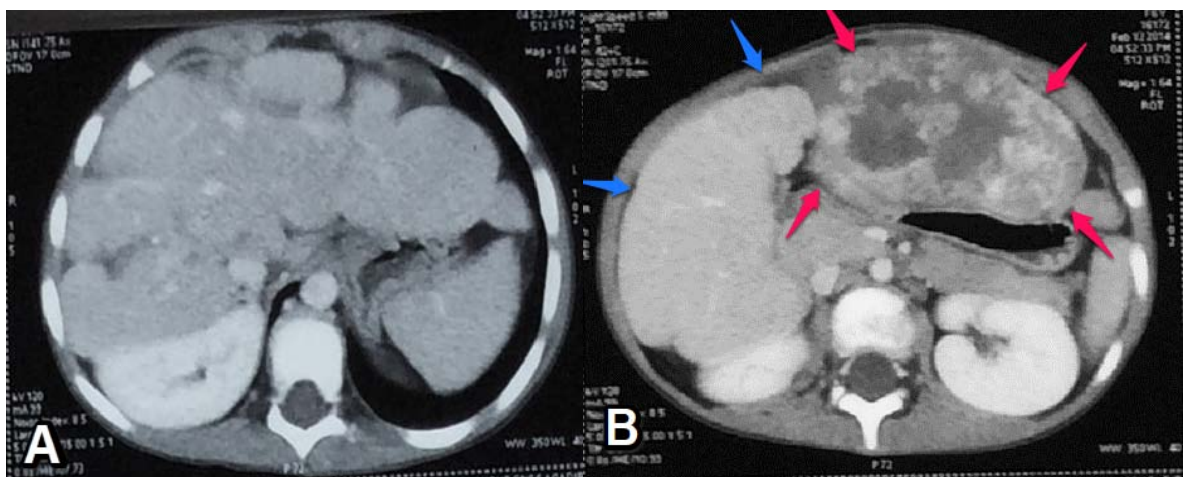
TDM après injection de produit de contraste chez la même patiente
